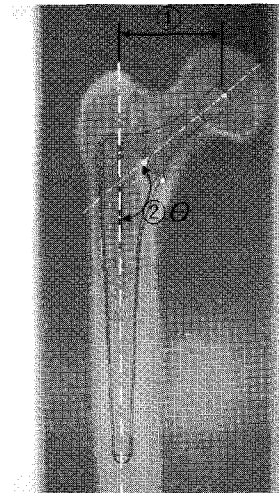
Measurement of design parameters in stem using X-ray image (①Head Offset, ②Neck Shaft angle)
